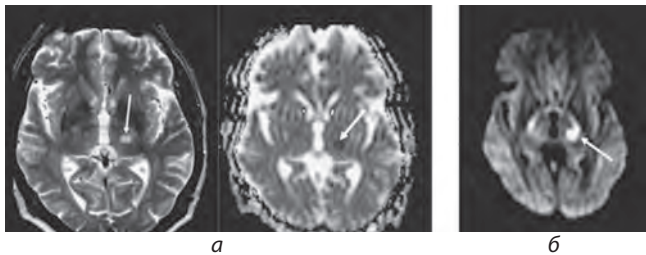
МРТ головного мозку хворого А., 60 років, проведена через 60 годин від початку інсульту:
